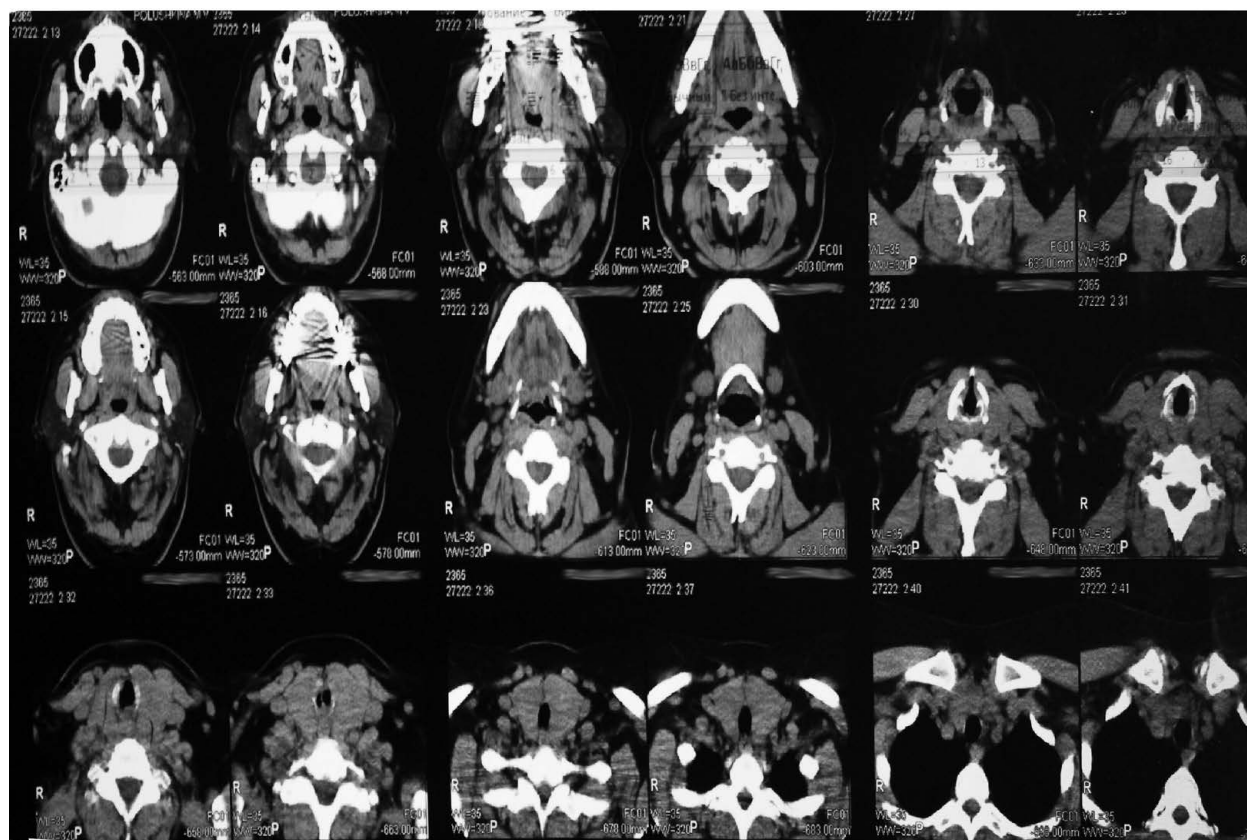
Больная П., 53 лет. МСКТ, аксиальные срезы: в подскладочном пространстве визуализируется сужение просвета трахеи до 0,8×1,3 см, разделенного перетяжкой (толщиной до 0,1–0,3 см, сагиттальный размер до 0,9 см, вертикальный размер до 1,3 см) на два просвета 1,7×0,7 см и 1,0×0,8 см. Ошибочность заключения по МСКТ, вероятно, связана с большой толщиной срезов.
